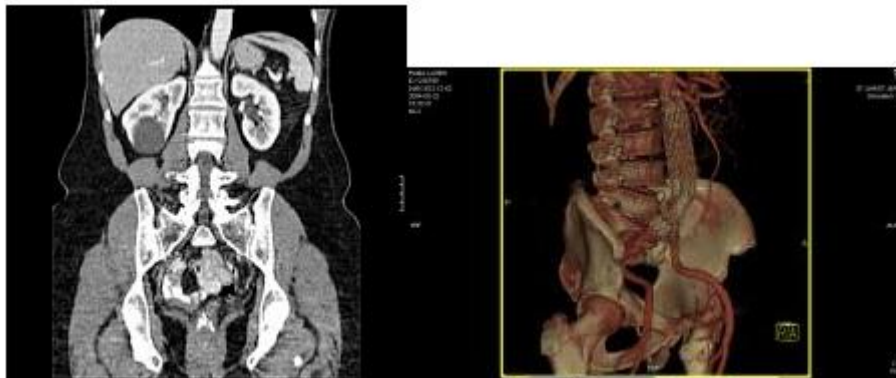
Images prises par CT Scanner
